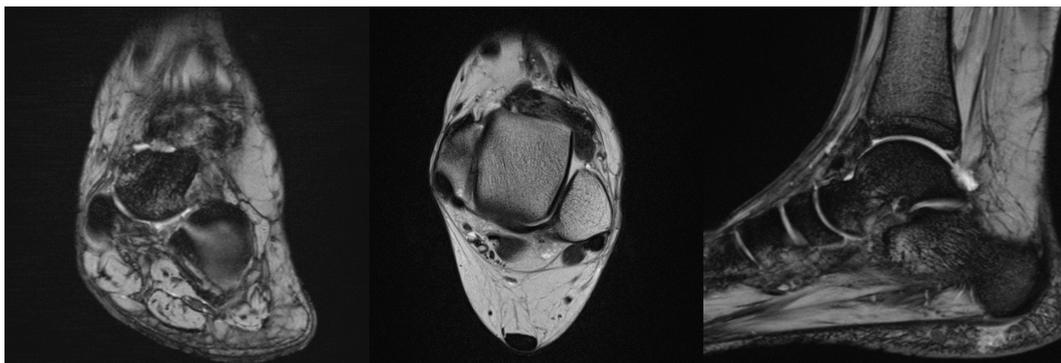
RM tobillo izquierdo. La imagen coronal T2 (imagen izquierda) muestra masa hipointensa con focos más hipointensos correspondientes al depósito de hemosiderina. En imágenes T2 GRE estos depósitos son más visible (blooming artefact).
